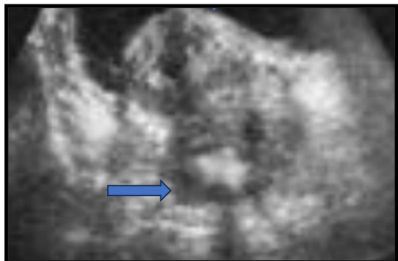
USG – ansă intestinală închisă aderată în sac.
